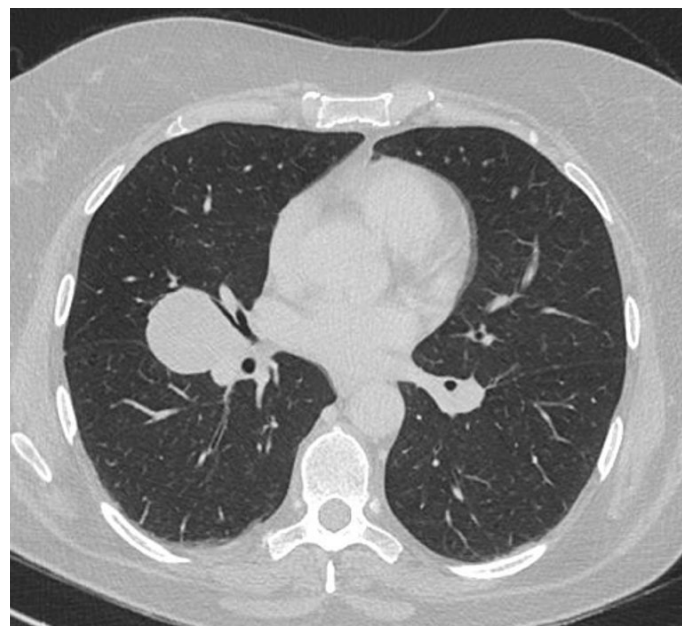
Tomografia computadorizada torácica com evidência de massa hilar direita de 46x24 mm suspeita de lesão secundária
